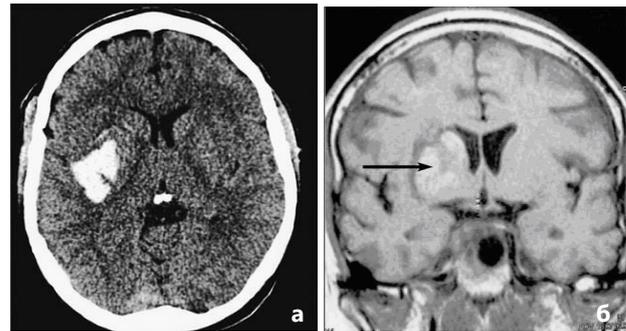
а, б. МРТ головного мозга при полушарных КЭИ;
